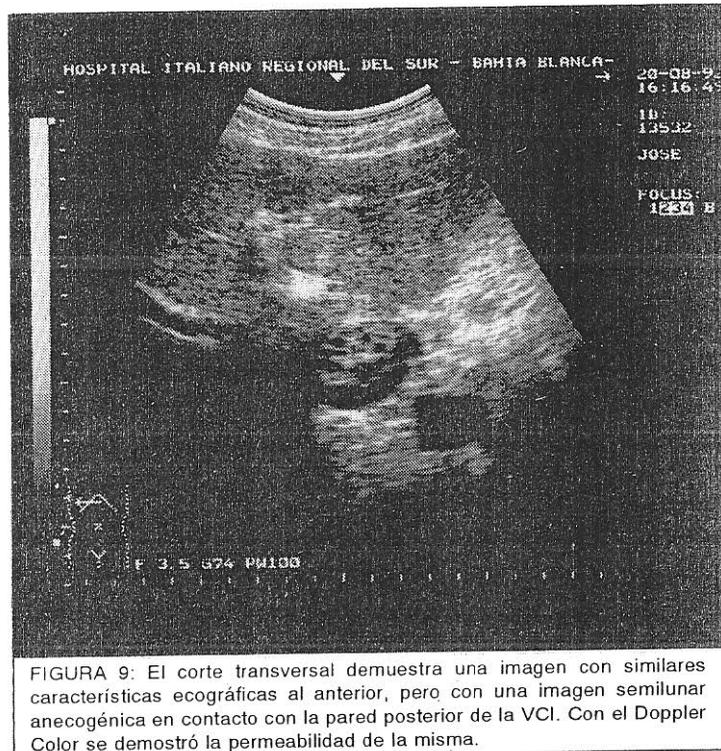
El corte transversal demuestra una imagen con similares características ecográficas al anterior, pero con una imagen semilunar anecogénica en contacto con la pared posterior de la VCI. Con el Doppler Color se demostró la permeabilidad de la misma.
